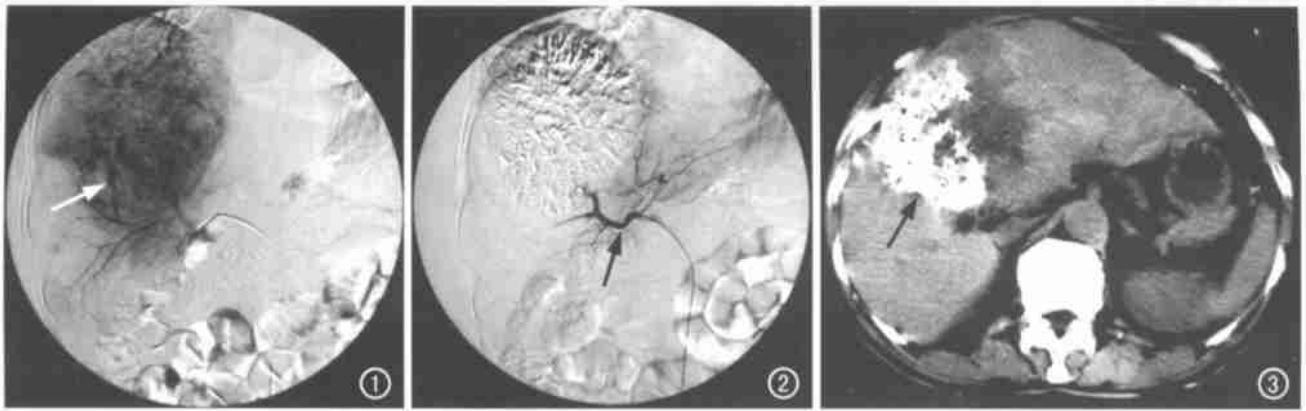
肝右叶肝癌合并糖尿病。肝动脉造影见肝右叶团块状肿瘤染色,其内见不规则肿瘤血管(箭),周围动脉呈“环形包绕征”。图2 经肝动脉(箭)化疗栓塞术,栓后造影示碘油沉积满意,原肿瘤血管及肿瘤染色消失。图3 首次栓塞3个月后(已行2次TACE),CT复查示病灶内大量碘油沉积(箭)。
